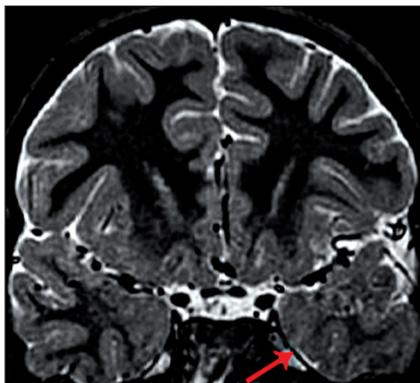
RM encefalo, sequenze in T1: si evidenzia un'alterazione di segnale nella porzione mesiale del lobo temporale di sinistra con ispessimento della sostanza grigia, riduzione della sostanza bianca e perdita del normale contrasto nel margine fra sostanza bianca e sostanza grigia (freccia rossa).
